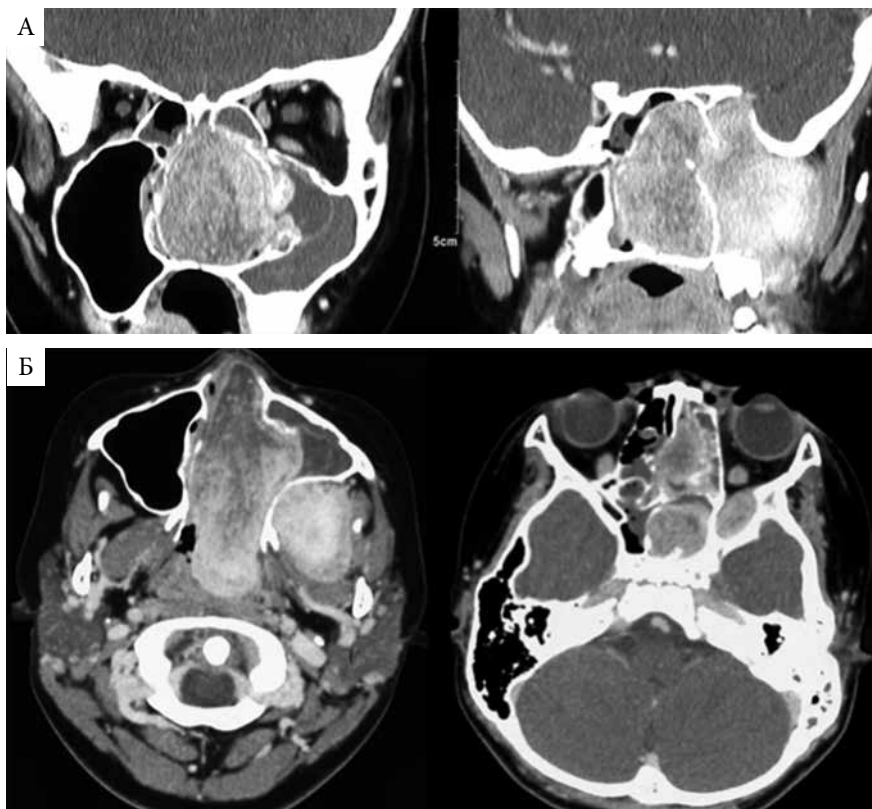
Предоперационная МСКТ с контрастным усилением: коронарная (А) и аксиальная (Б) проекции. Опухоль занимает левую половину полости носа, носоглотку, медиальные отделы ВЧП, крылонебную и подвисочную ямки, распространяется в передненижние отделы кавернозного синуса, глазницу и зрительный канал
